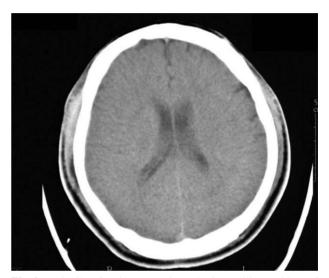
Brain CT of patient A. It shows brain swelling and loss of gray-white matter demarcation.
